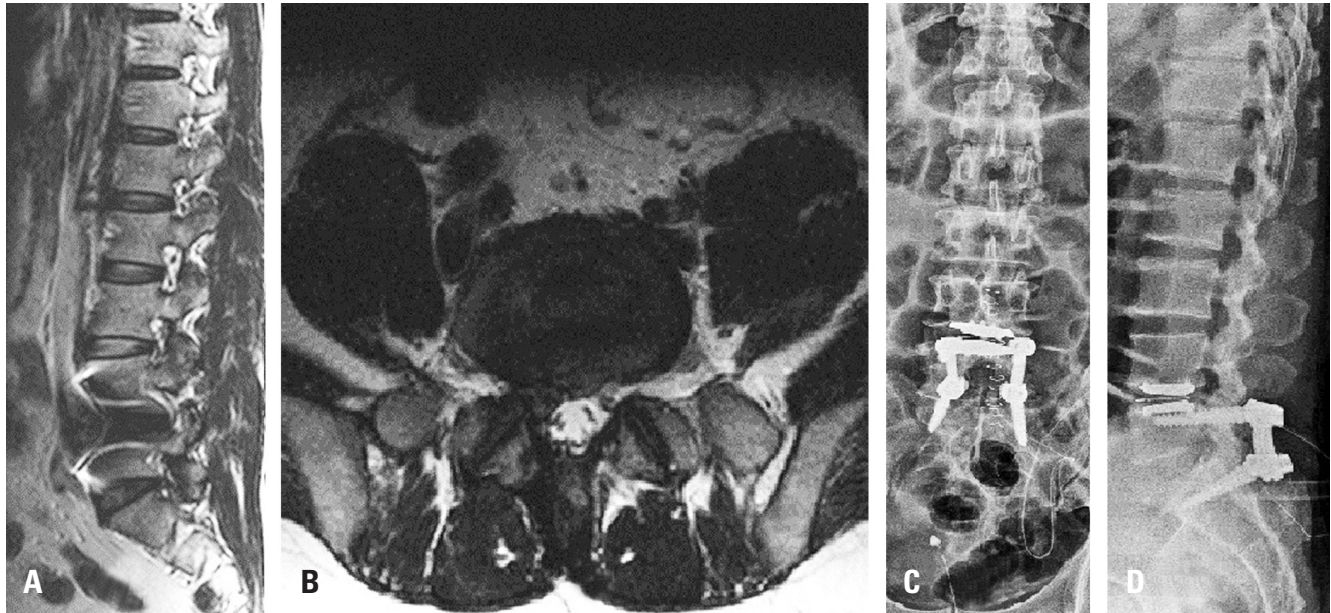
(A) A sagittal image of the lumbar spine and (B) an axial image at L5-S1 show a left herniated disc in preoperative magnetic resonance imaging. (C) Coronal images and (D) sagittal images show decompressed lamina and posterior interbody fusion in postoperative imaging.
